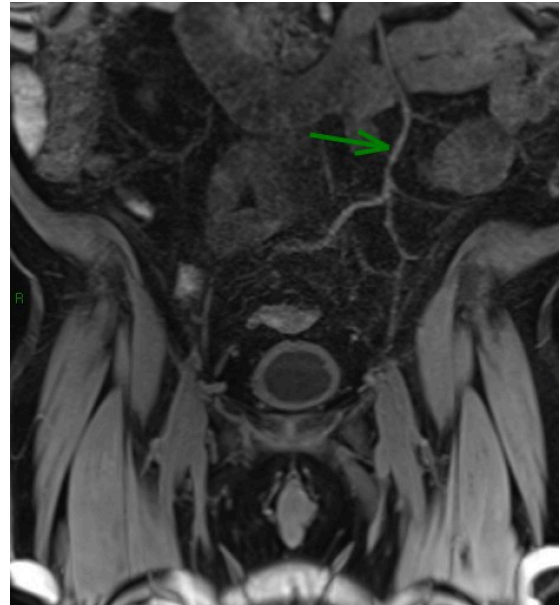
Magnetic resonance angiography of the abdomen and pelvis, as described in case 2, showing images suggestive of apparently acute thrombosis of the superior mesenteric vein and a segment of the portal vein.
